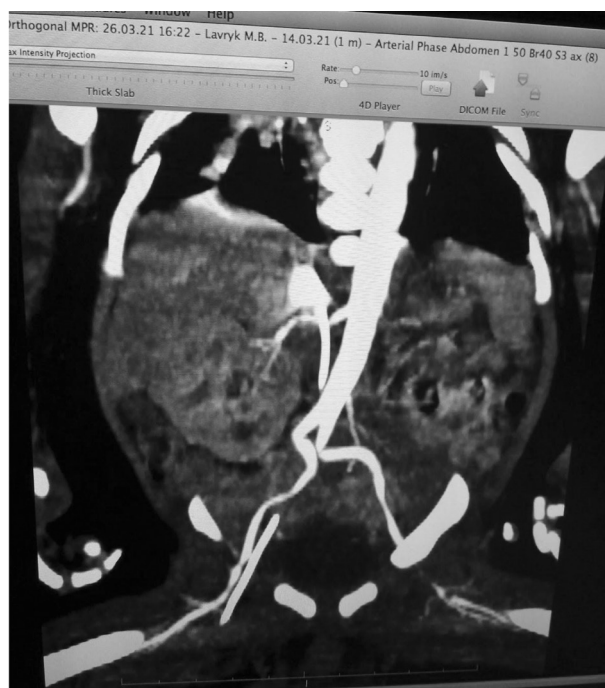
СКТ з контрастуванням
